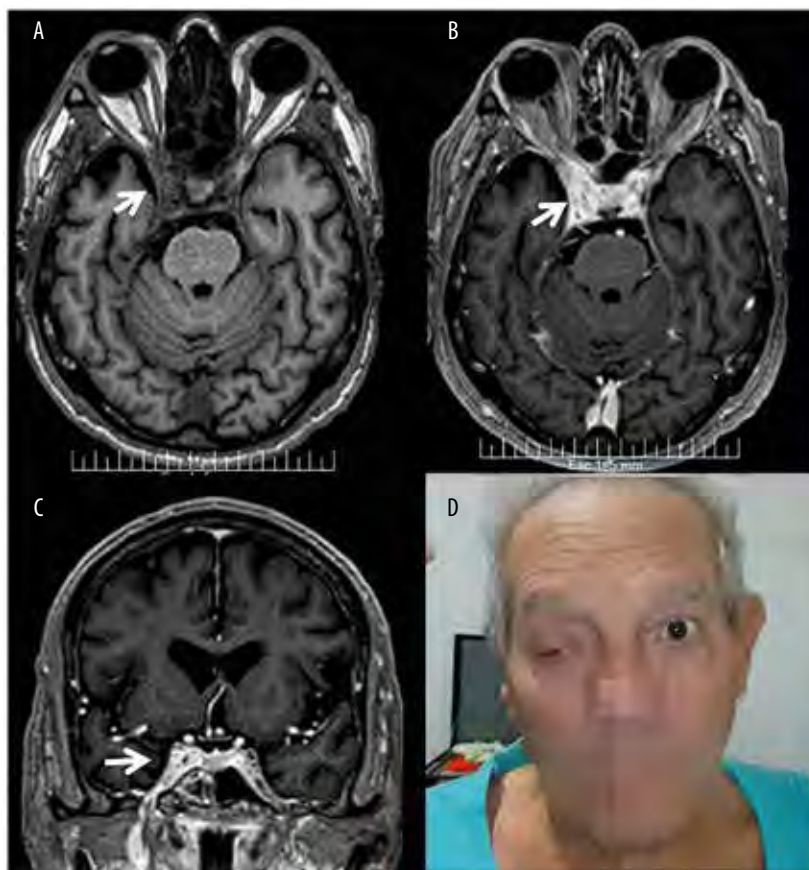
RMN de cerebro con secuencia T1.
